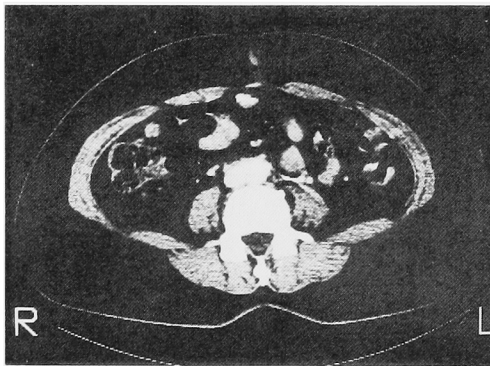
Case 4. CT scan shows the soft tissue mass around aorta and vena cava.
